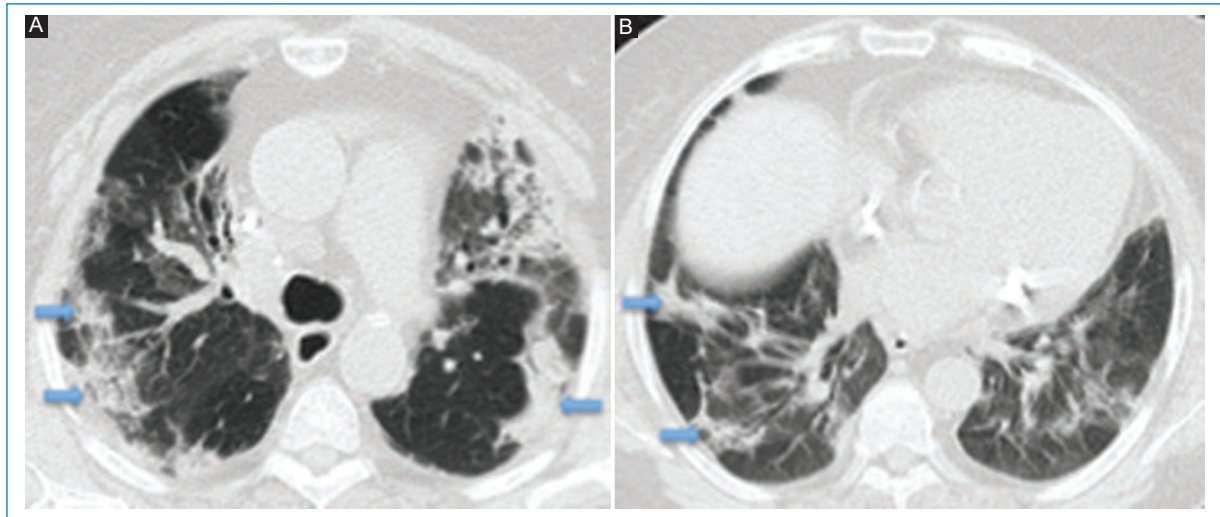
Imágenes de TC con reconstrucción de parénquima pulmonar en el plano axial. Se pueden observar zonas de neumonía organizada en ambas imágenes (flechas).
